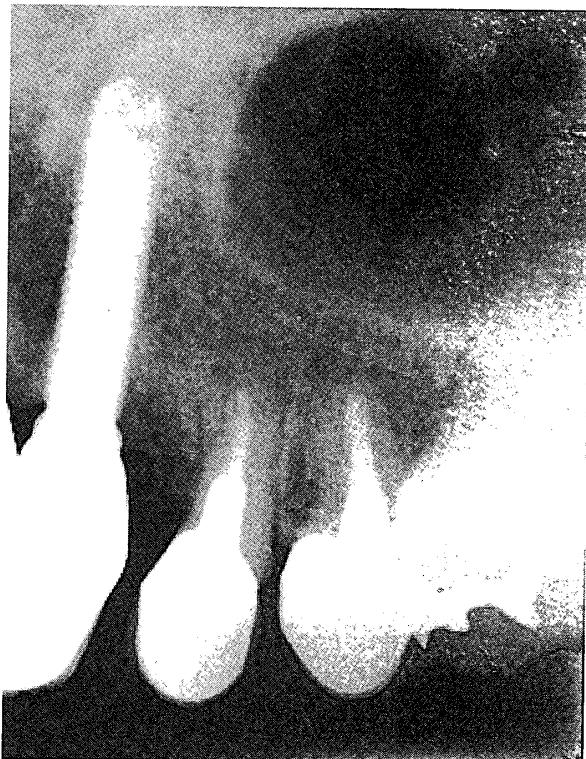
Dental radiography before surgery.
